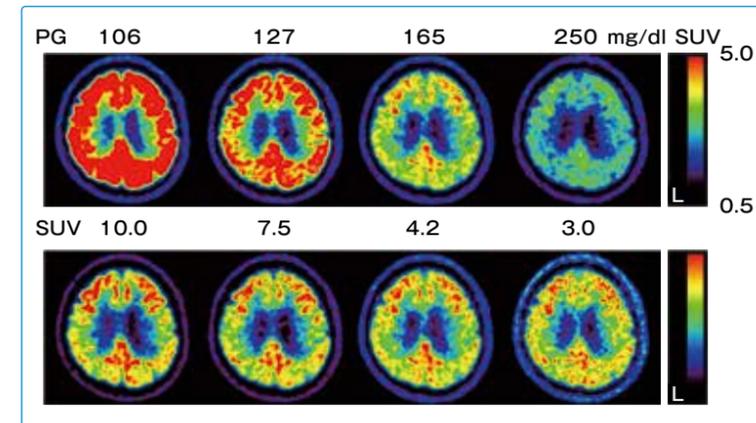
糖尿病によりFDG-PET検査時の血糖値コントロールが不安定な80代男性(認知機能正常)の縦断的FDG-PET画像
